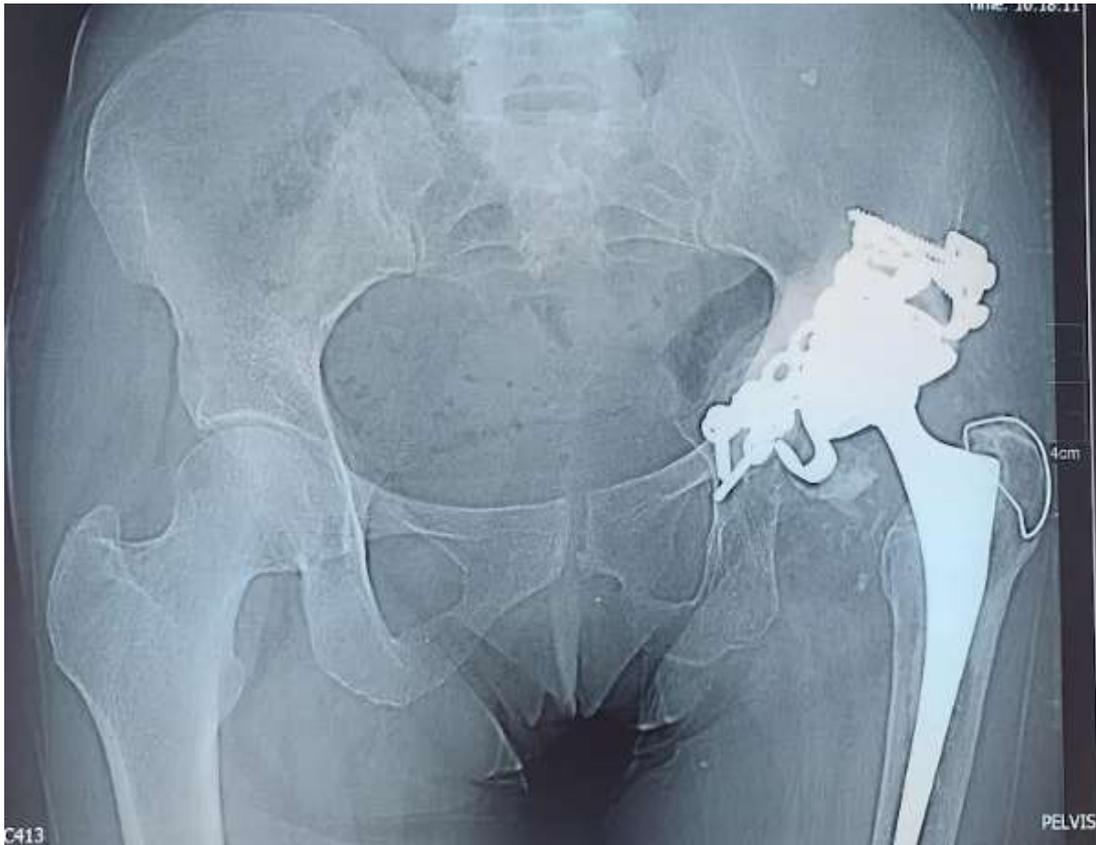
Radiographie d'une arthroplastie de la hanche sur coxarthrose secondaire sur fracture de cotyle ayant bénéficié d'une double ostéosynthèse par plaque antérieure et postérieure
